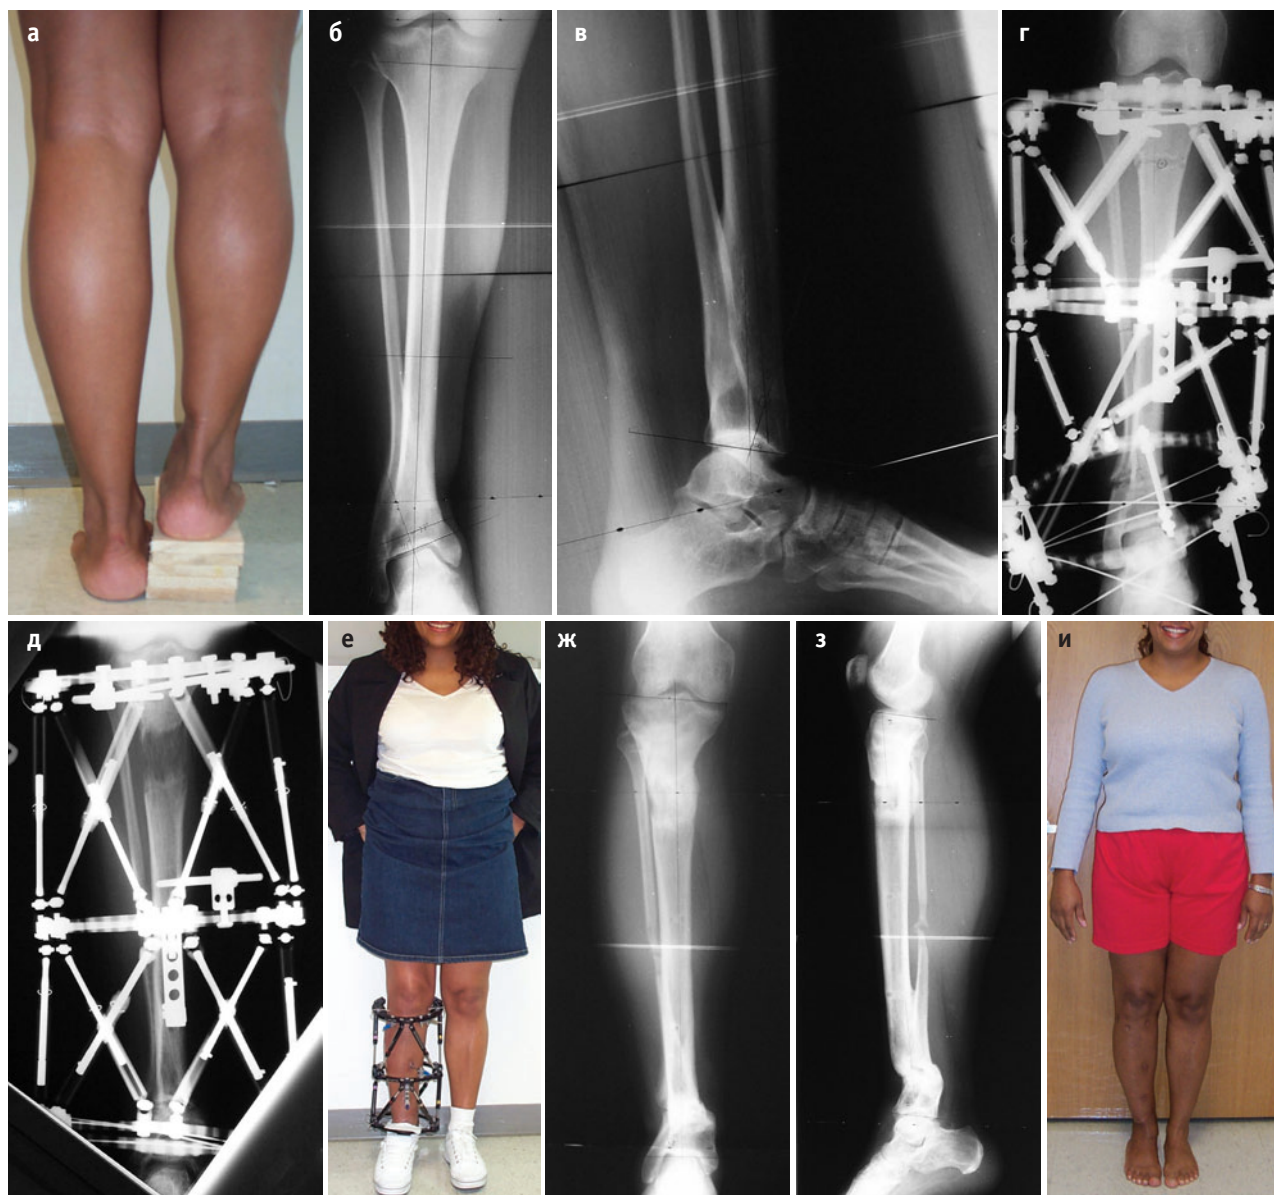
25-летняя женщина с преждевременным закрытием дистальной ростковой зоны большеберцовой кости, развившимся вследствие травмы. (а) Внешний вид голени и стопы, имеется укорочение 6 см и варусная деформация голеностопного сустава, компенсированная мобильной эверсионной установкой заднего отдела стопы. (б) На предоперационной рентгенограмме в прямой проекции отмечается варусная деформация. (в) На рентгенограмме в боковой проекции наблюдается прокурвационная деформация. (г) Послеоперационная рентгенограмма: выполнена НЛО и проксимальная остеотомия большеберцовой кости. (д) Рентгенограмма по окончании фазы distraction: выполнено удлинение большеберцовой кости в проксимальном отделе и коррекция деформации в дистальном. (е) Внешний вид конечности по окончании фазы distraction. (ж, з) Рентгенограммы в прямой и боковой проекциях через год после операции: наблюдается консолидация остеотомий. Обратите внимание на смещение дистального фрагмента большеберцовой кости внутрь и кзади, это обусловлено тем, что выбранный уровень остеотомии располагался не на вершине деформации. (и) Внешний вид конечности: длина голени одинаковая, деформация корригирована.
